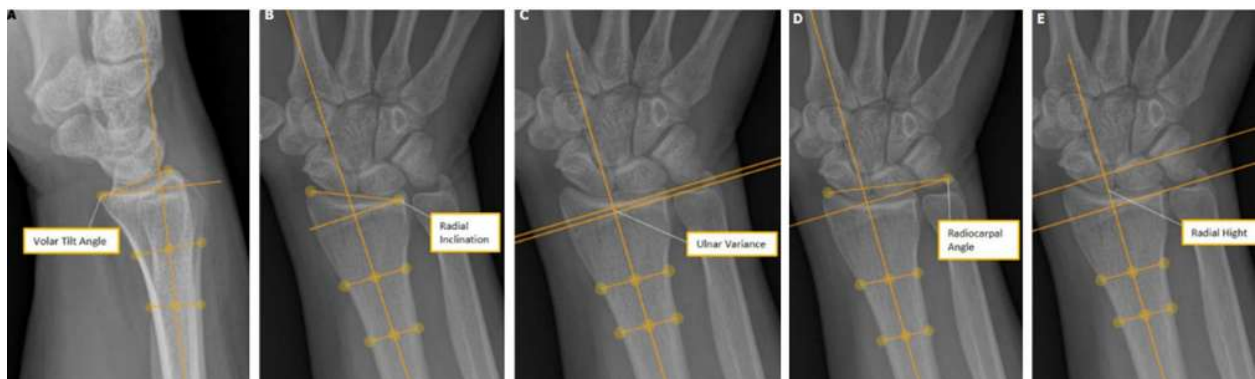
Parametros radiograficos de muñeca
